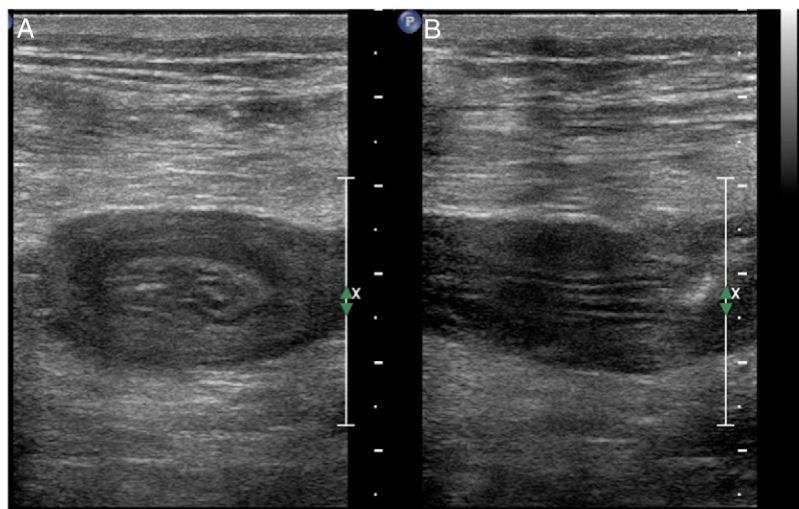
Invaginación en ecografía. Ecografía abdominal de una paciente de 23 años. A) Imagen axial. Signo de la diana. El centro viene dado por el *intususceptum*; el anillo hipocogénico externo corresponde al asa que lo contiene. B) Imagen longitudinal que muestra el signo de la “salchicha”.
